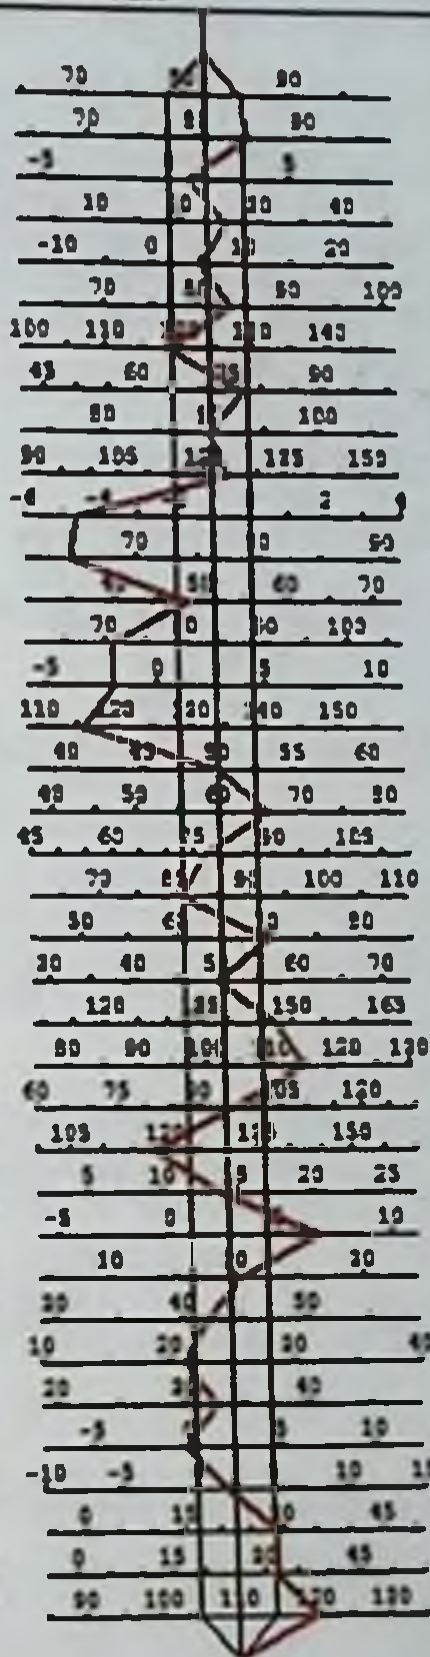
Расшифровка параметров телерентгенограммы головы в боковой проекции в программе Dolphin imaging с графической характеристикой их изменений
